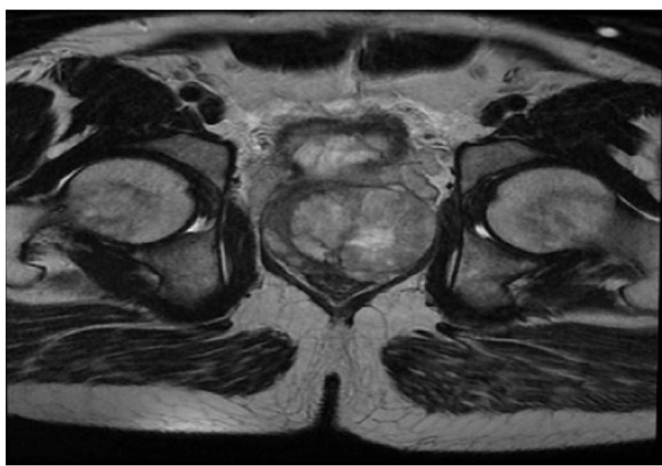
IRM multiparamétrique ; coupe transversale montrant : la présence d'une masse hétérogène de la prostate avec envahissement des vésicules séminales.
